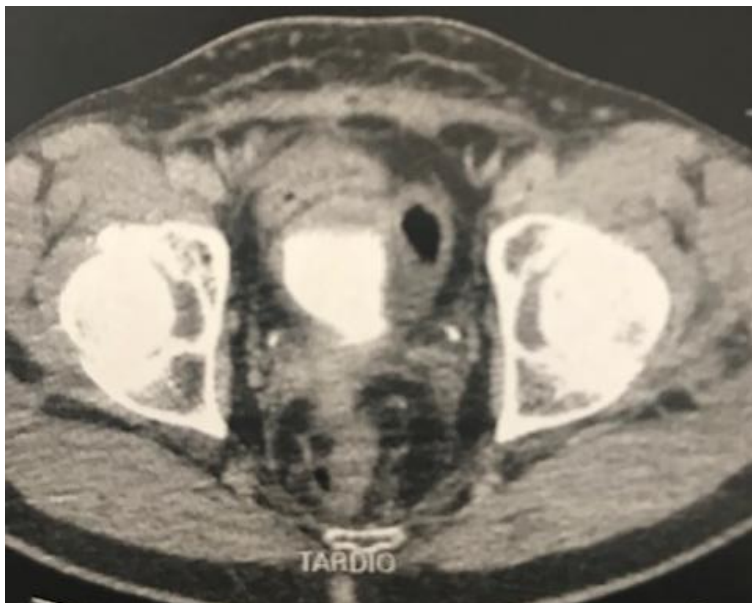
TAC de Pelve demonstrando sigmoide aderido à bexiga.
